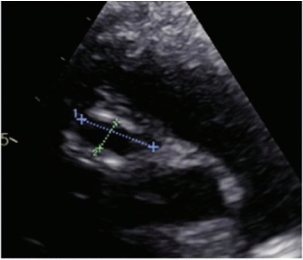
Ecocardiograma: Aneurisma en coronaria derecha (9x17 mm).
